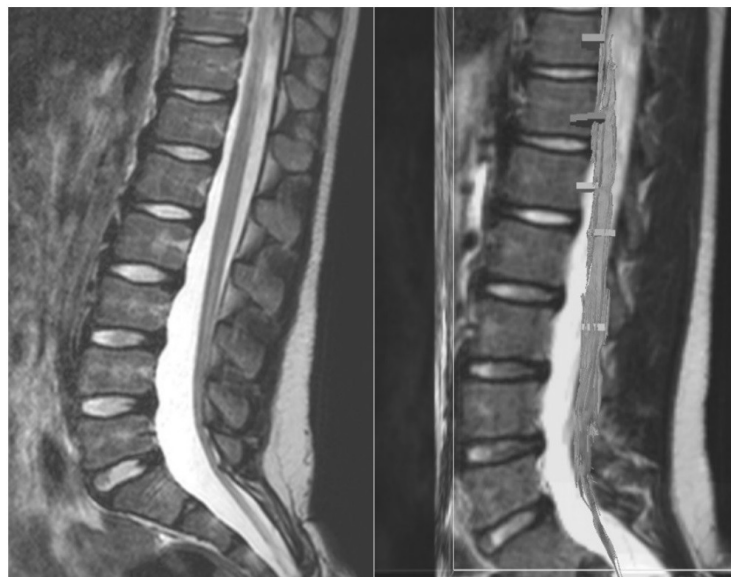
Больная Ж., ИБ №1332-14, липома конечной нити. МРТ T2-взвешенное изображение (слева), ДВИ-трактография (справа)
